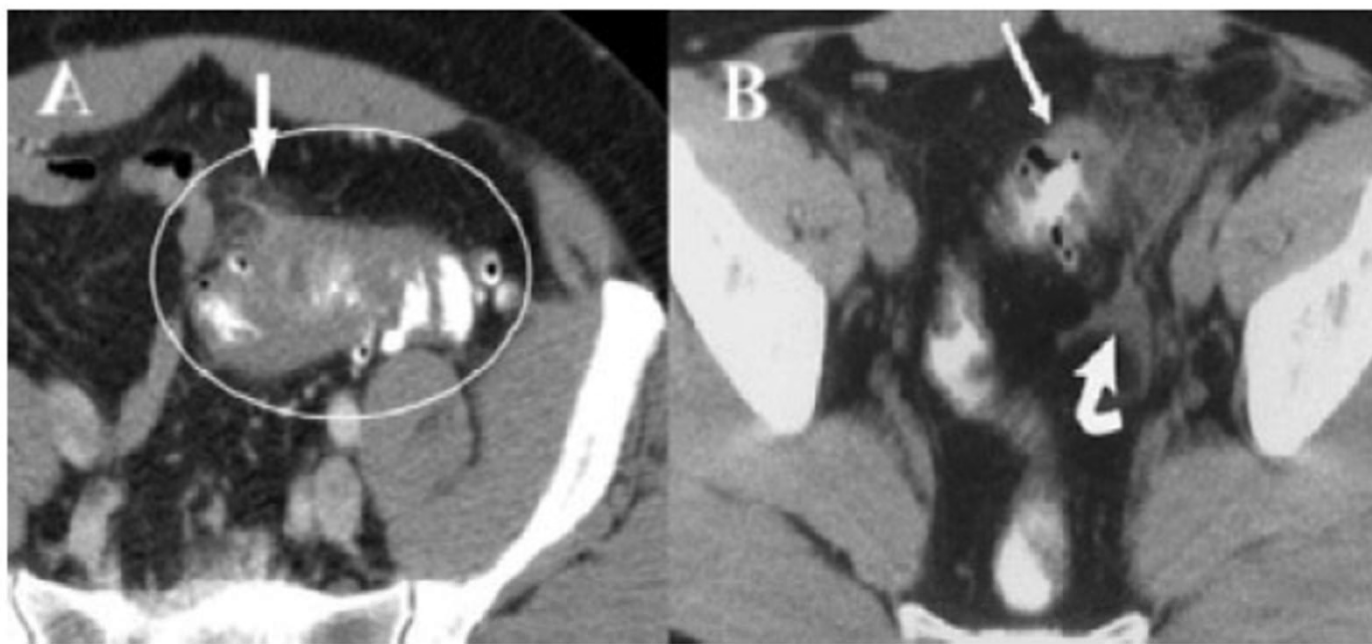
Diverticulite. TC com contraste VRVR. a) Sigmoide com paredes espessadas (elipse) e divertículos, notando-se ainda borramento da gordura adjacente (seta); b) mesmo paciente, corte em outro plano, evidenciando sigmoide com paredes espessadas (seta reta), borramento da gordura adjacente e líquido livre (seta curva).
